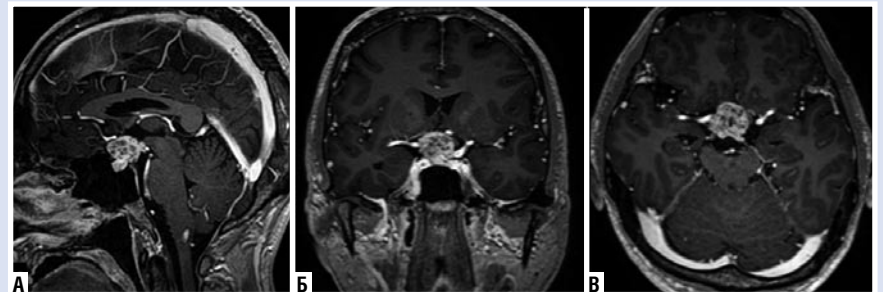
Предоперационная МРТ головного мозга. А–В — МРТ с контрастным усилением демонстрирует солидную супраселлярную краниофарингиому.
